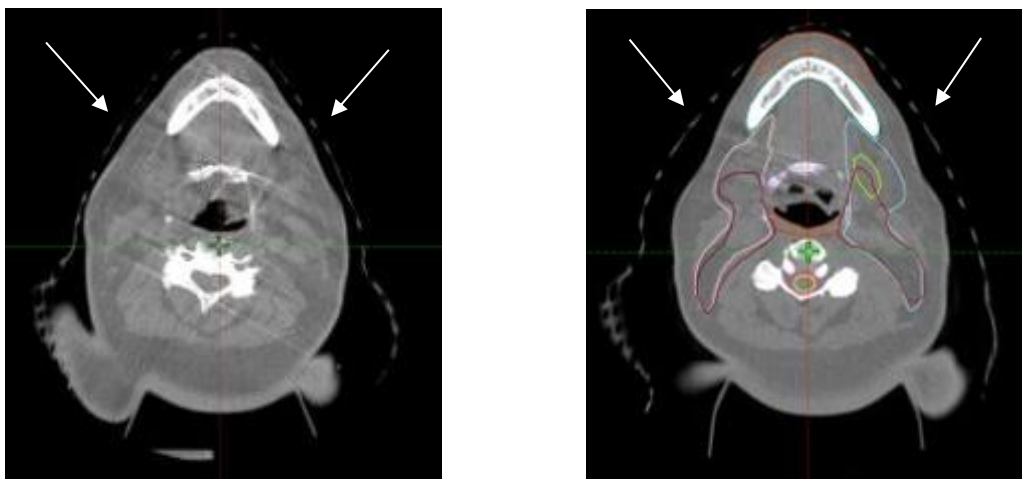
Comparación entre dos imágenes iCBCT correspondientes al mismo corte axial, adquiridas el 08-10-2024 y el 07-11-2024, donde se aprecian los cambios anatómicos.
